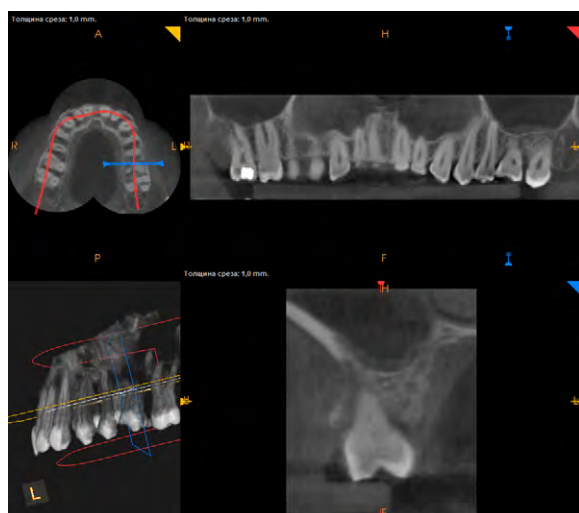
КТ пациента К. через 3 месяца после аутотрансплантации
